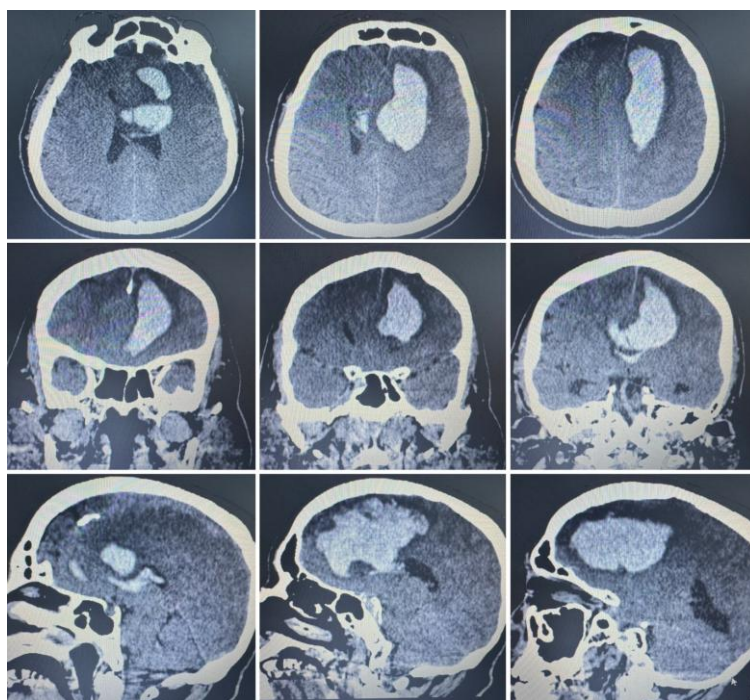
Компьютерная томография головы при поступлении (до операции)
